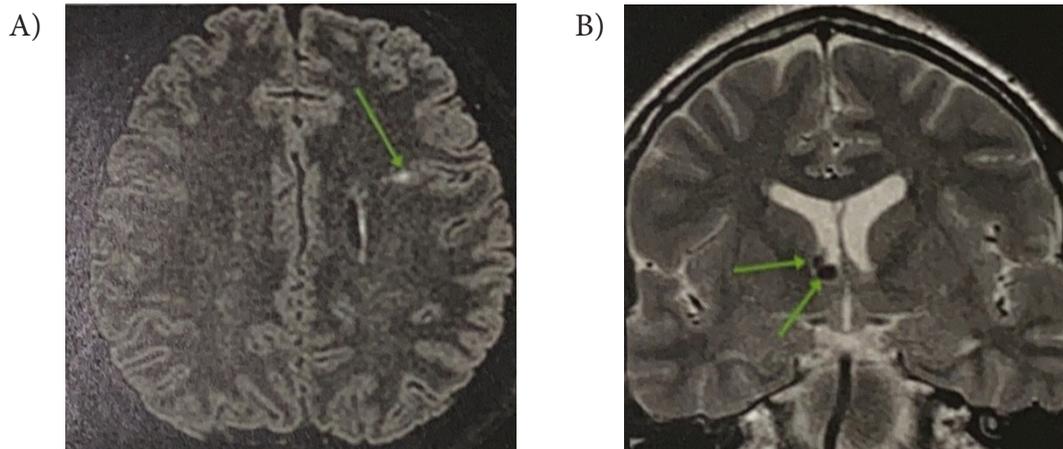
A: Ressonância Magnética axial flair com tuber em região frontal esquerda. B: Ressonância Magnética Coronal T2 evidenciando nódulo sub-ependimário em forame interventricular à direita.
